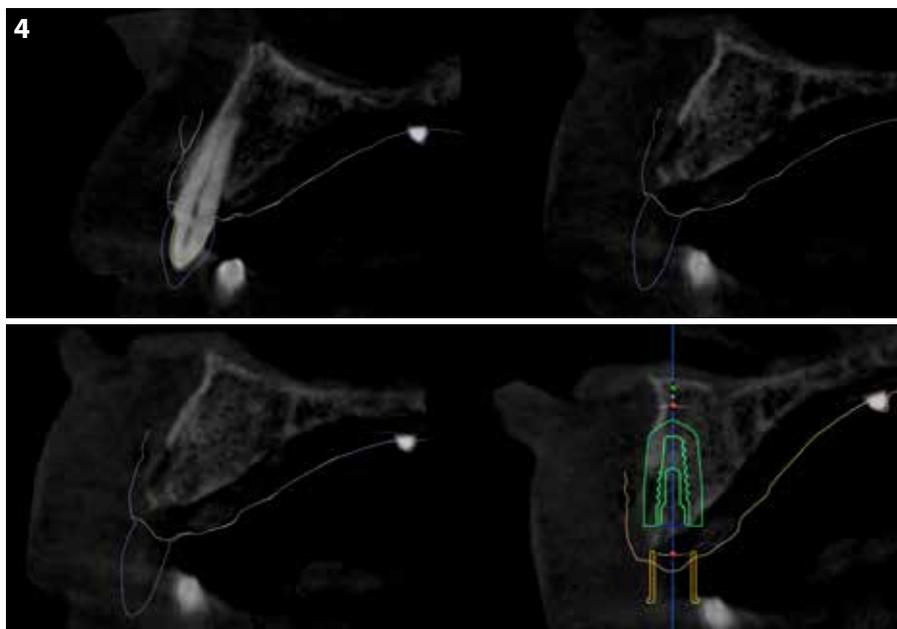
Scans intra-oraux de surface (IOS) avant et après le retrait du bridge en PFM d'origine superposés au scan CBCT : cela facilite la planification de la mise en place de l'implant d'un point de vue de la restauration (mise en place de l'implant guidée par la restauration).
